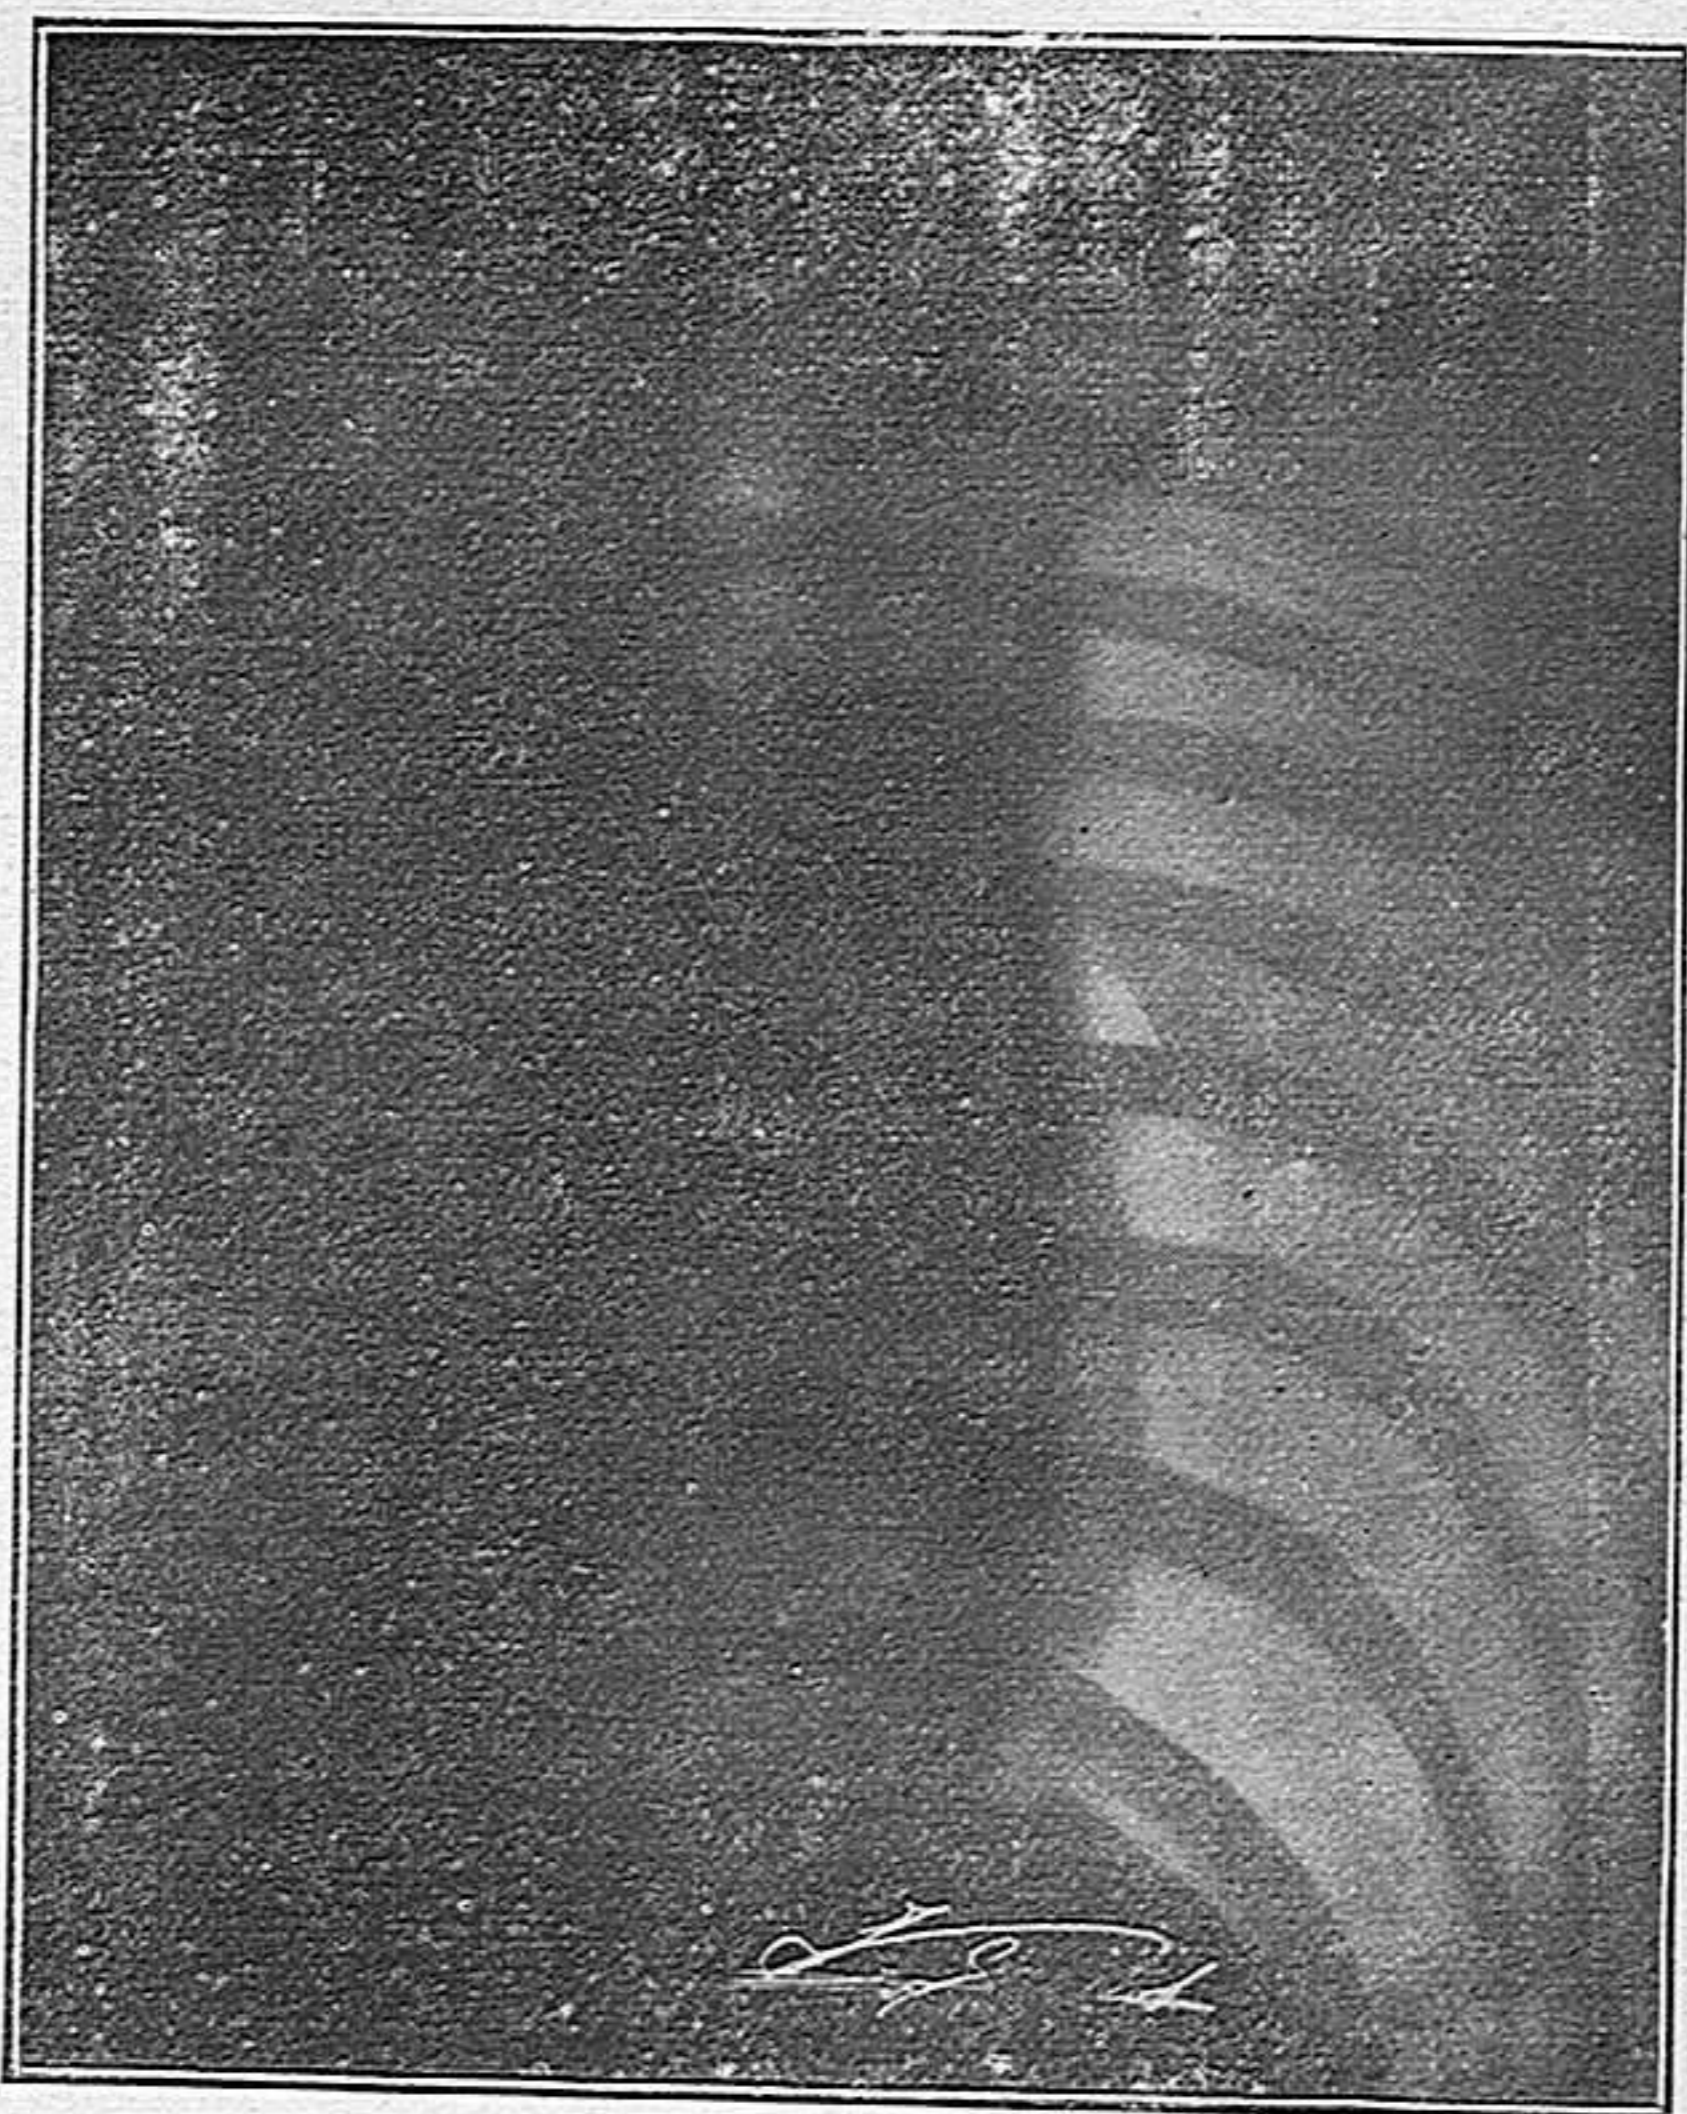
Roentgenografía de la enferma A. T. C., antes de la séptima inyección de ázoe; igual que las otras fotografías sacadas del curso del tratamiento, pone de manifiesto el proceso de la progresiva reducción pulmonar.
